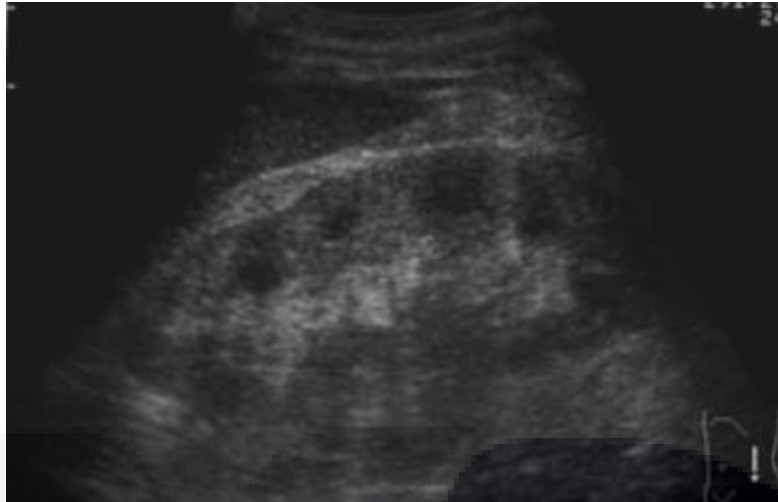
Ecografía renal de un paciente con diabetes, que muestra aumento de la ecogenicidad cortical, que hace ver más nítidamente a las pirámides medulares. Se conserva el tamaño renal normal.
